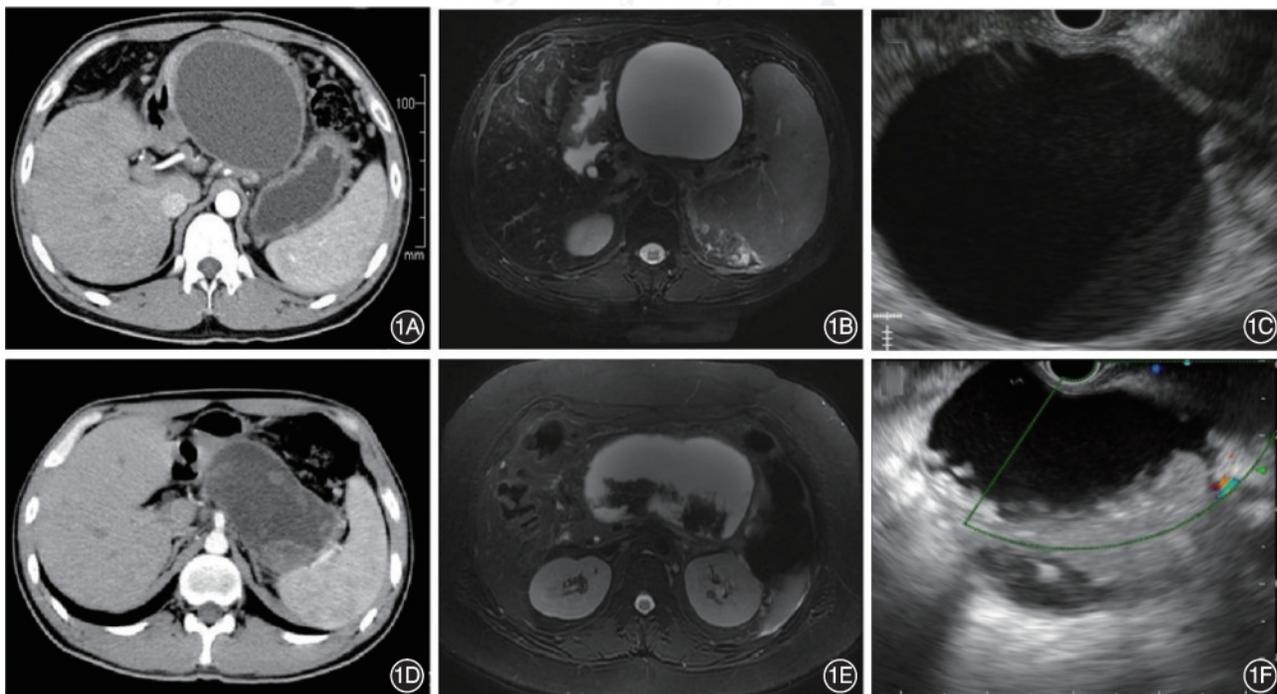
典型胰腺假性囊肿(PPC)和包裹性坏死(WON)的 CT、MRI、超声内镜检查术(EUS)图像 1A:PPC 的 CT 图像;1B:PPC 的 MRI 图像;1C:PPC 的 EUS 图像;1D:WON 的 CT 图像;1E:WON 的 MRI 图像;1F:WON 的 EUS 图像
